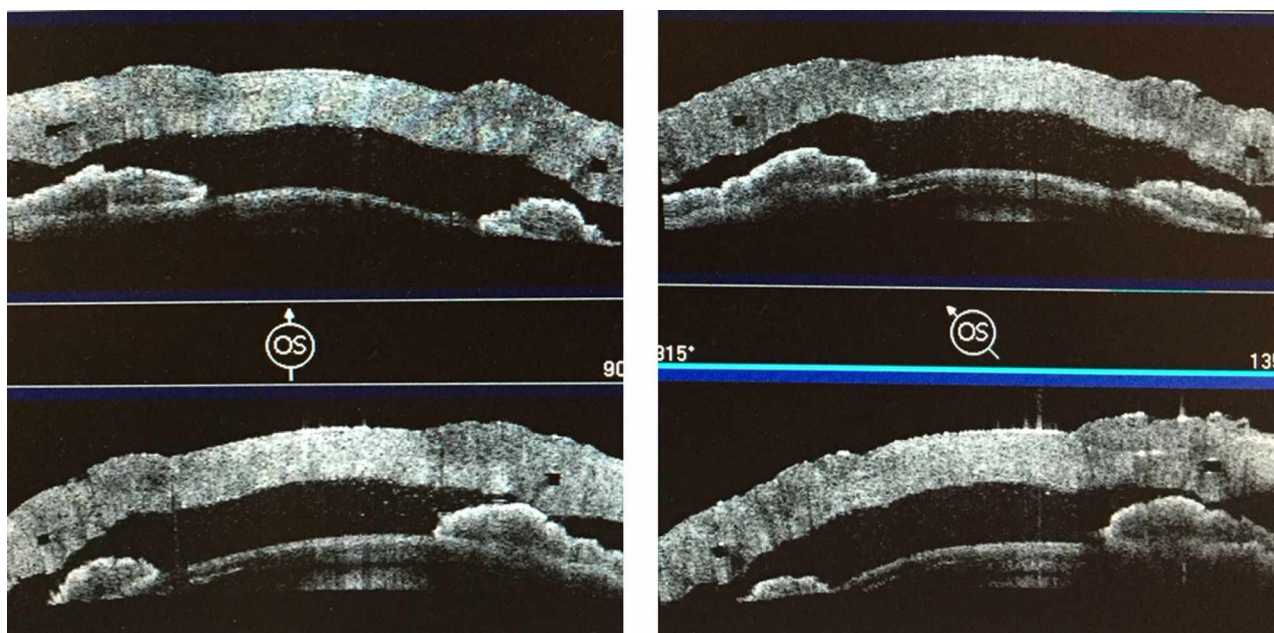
Положение интрастромального кольца в 4 меридианах в строме роговицы кадаверного глаза по данным оптической когерентной томографии
